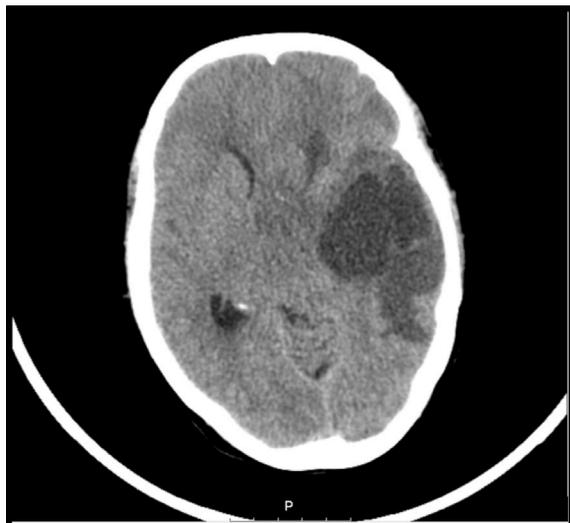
TC cerebral simples: Lesão expansiva necrótico-quística na região insular e opérculo frontotemporal esquerda (52 mm AP x 61 mm CC x 50 mm), com edema perilesional condicionando compressão dos g.g. da base, ventrículo lateral e III ventrículo. Desvio contralateral da linha média (19 mm), herniação do uncus, moldagem/compressão mesencefálica e apagamento das cisternas da base, com dilatação reactiva do ventrículo lateral direito.
